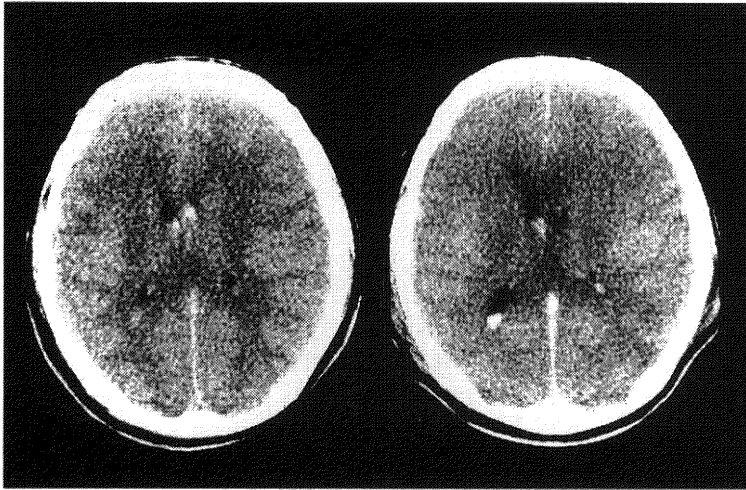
Diffuse axonal injury の症例の CT 所見
